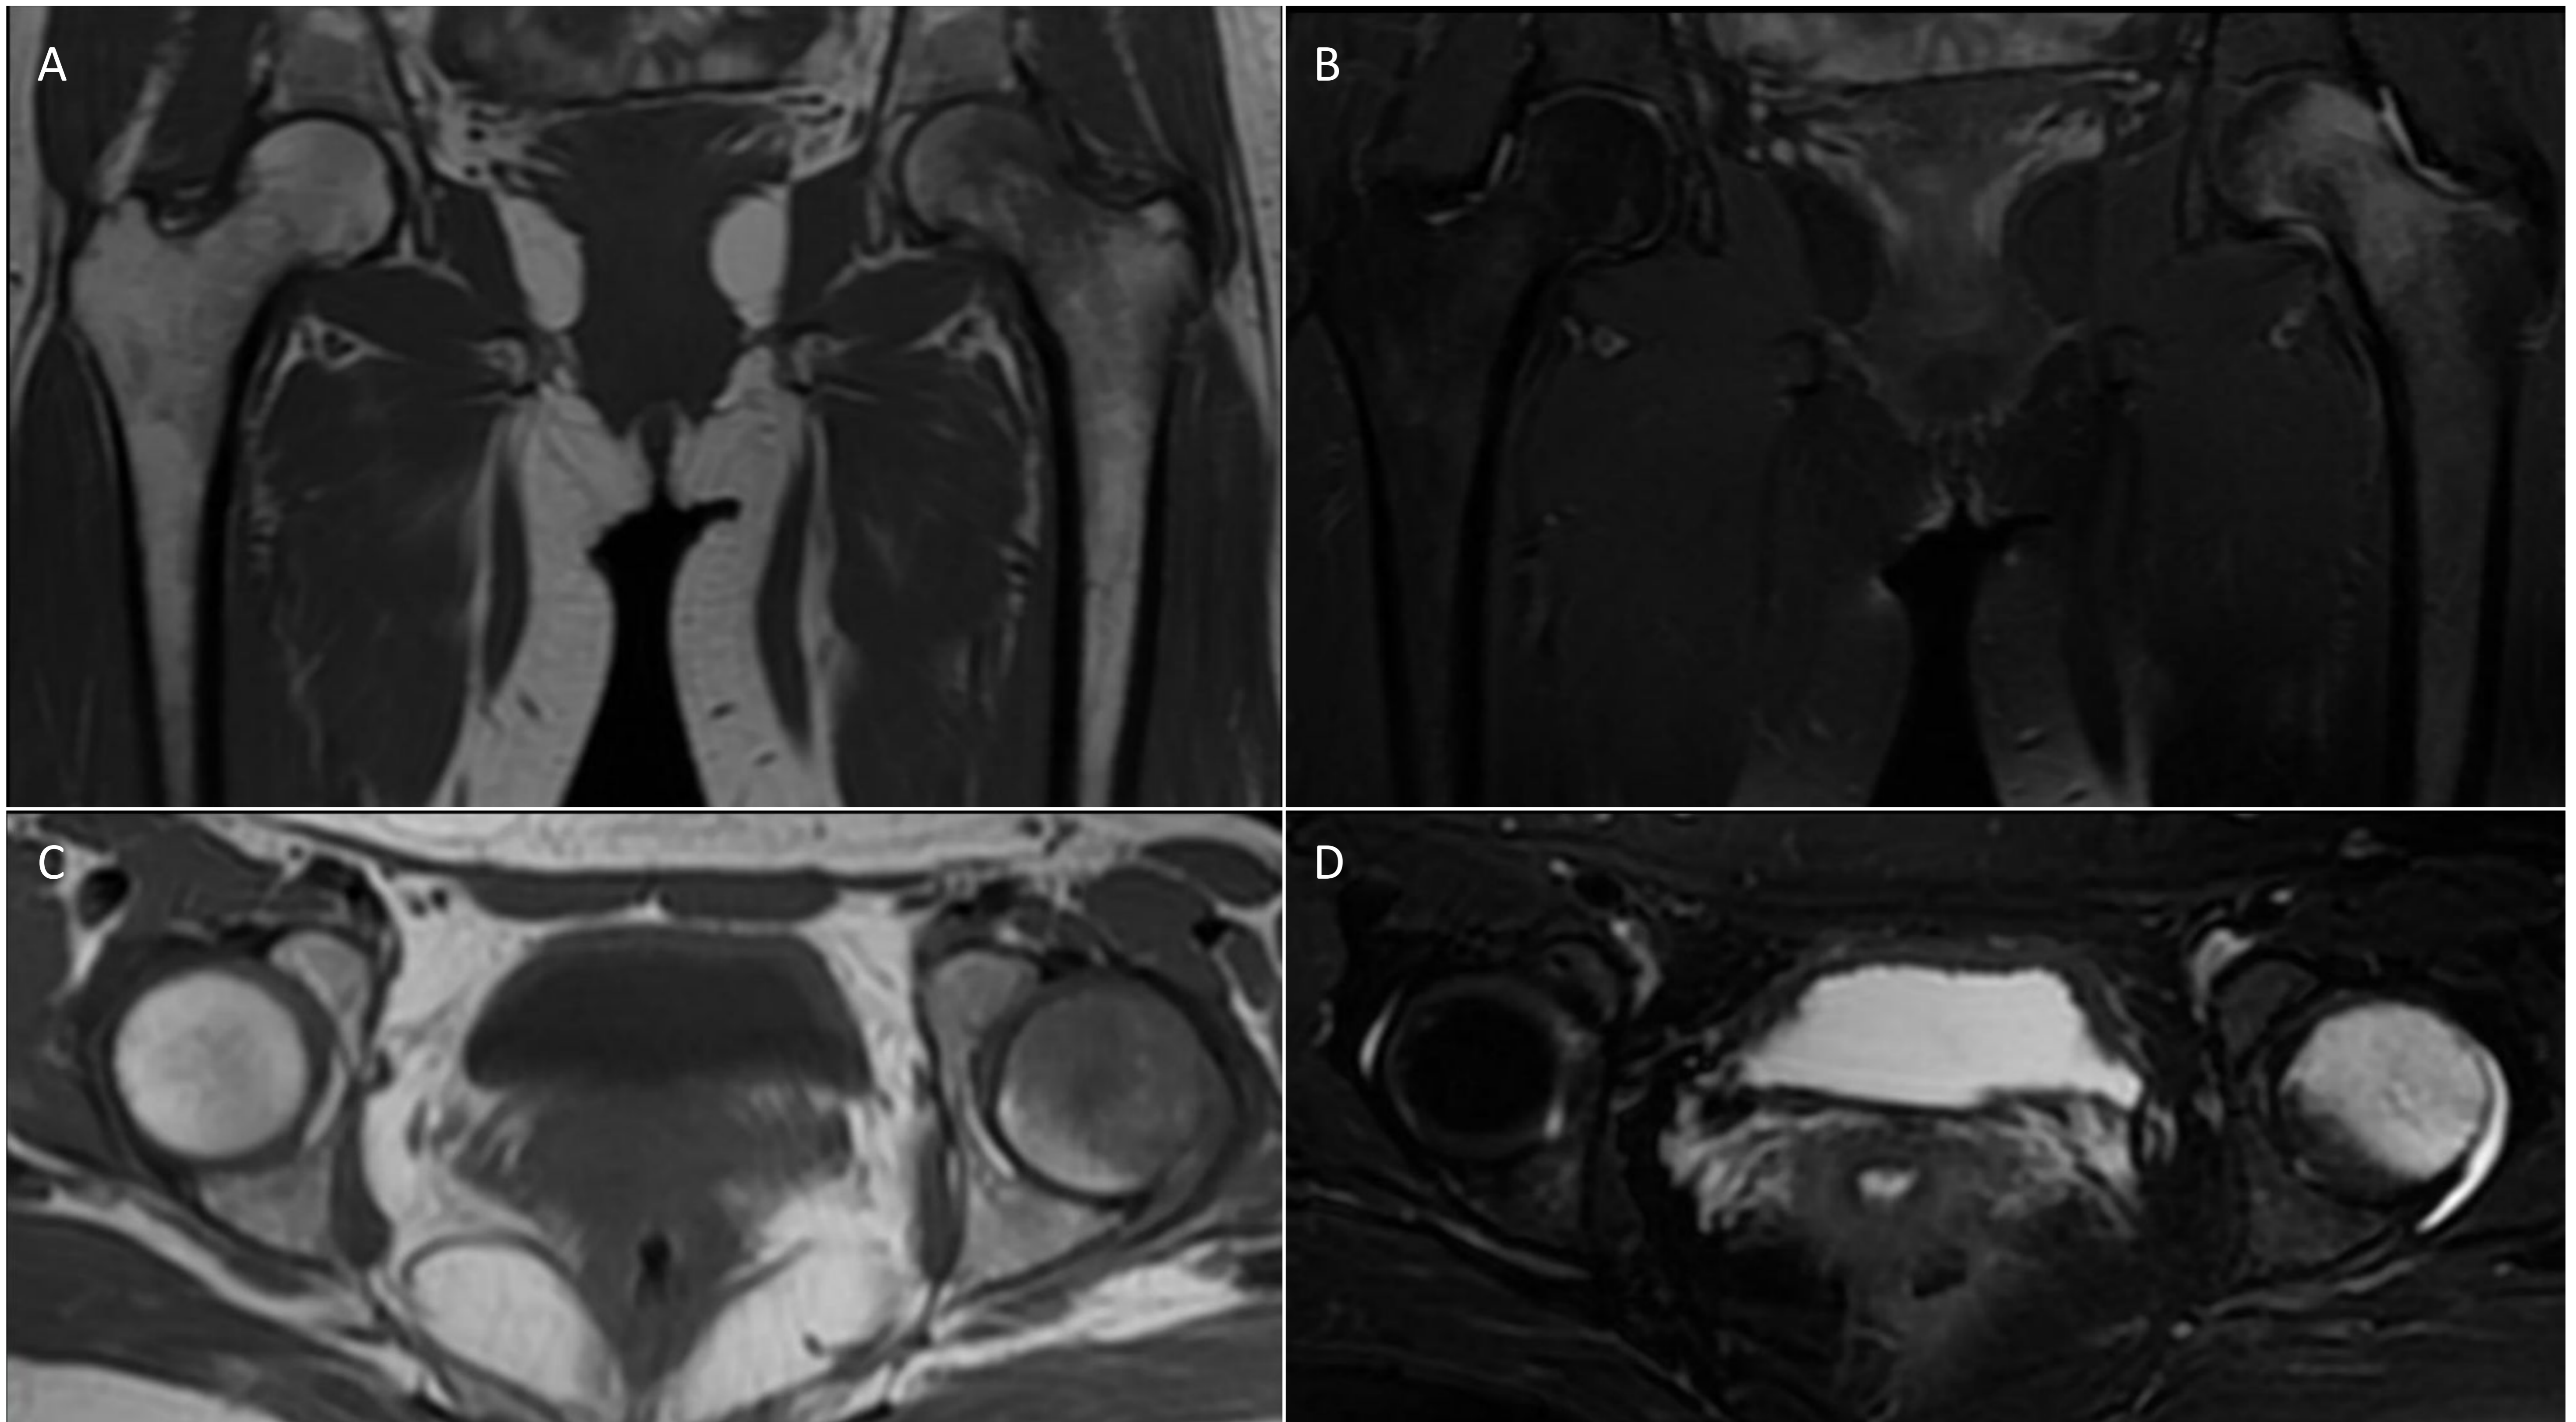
Paciente con coxalgia izquierda. RM secuencia coronal potenciada en T1 (A), densidad protónica (DP) con saturación de la grasa (B), secuencia axial potenciada en T1 (C) y secuencia axial potenciada en T2 (D). Edema óseo en cabeza femoral izquierda con alteración de señal en secuencias potenciadas en T1 y T2 y morfología con “signo del sparing” típicos.
